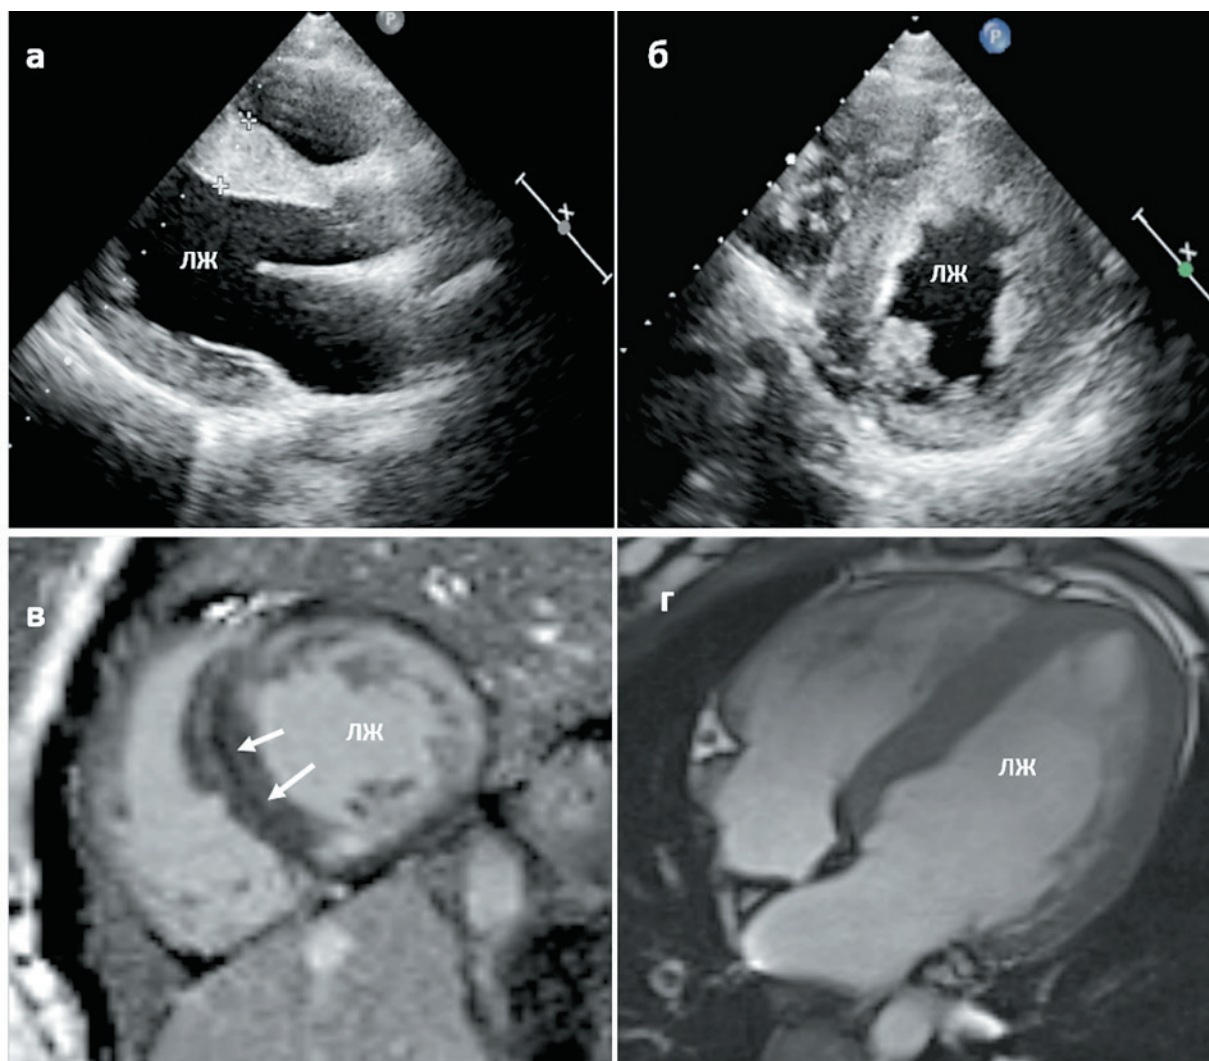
Фрагменты эхокардиографии и МРТ сердца с контрастированием пациентки 1, по данным обследования в 13 лет
